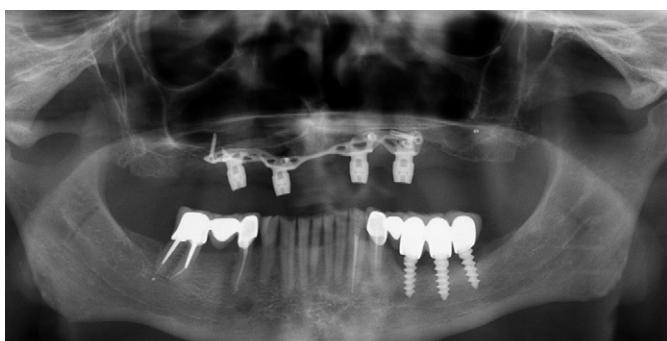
Ортопантомограмма верхней челюсти с зафиксированным имплантатом
